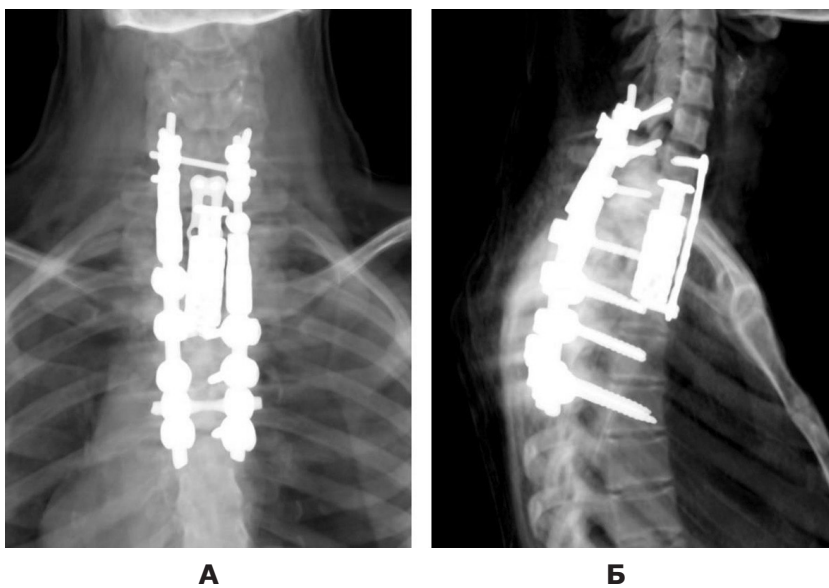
Рентгенографія ділянки шийно-грудного переходу після другого етапу хірургічного втручання: А – передньо-задня проєкція; Б – бічна проєкція
